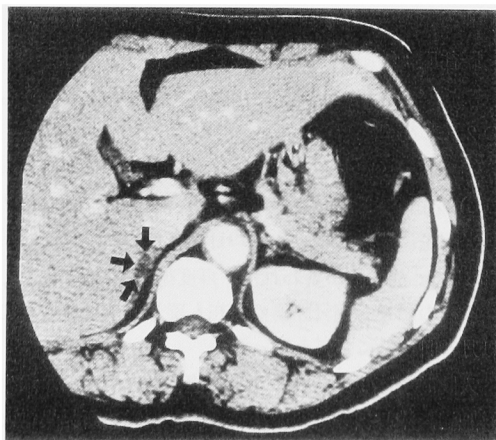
Abdominal CT showed a right suprarenal mass (2 cm in diameter).
